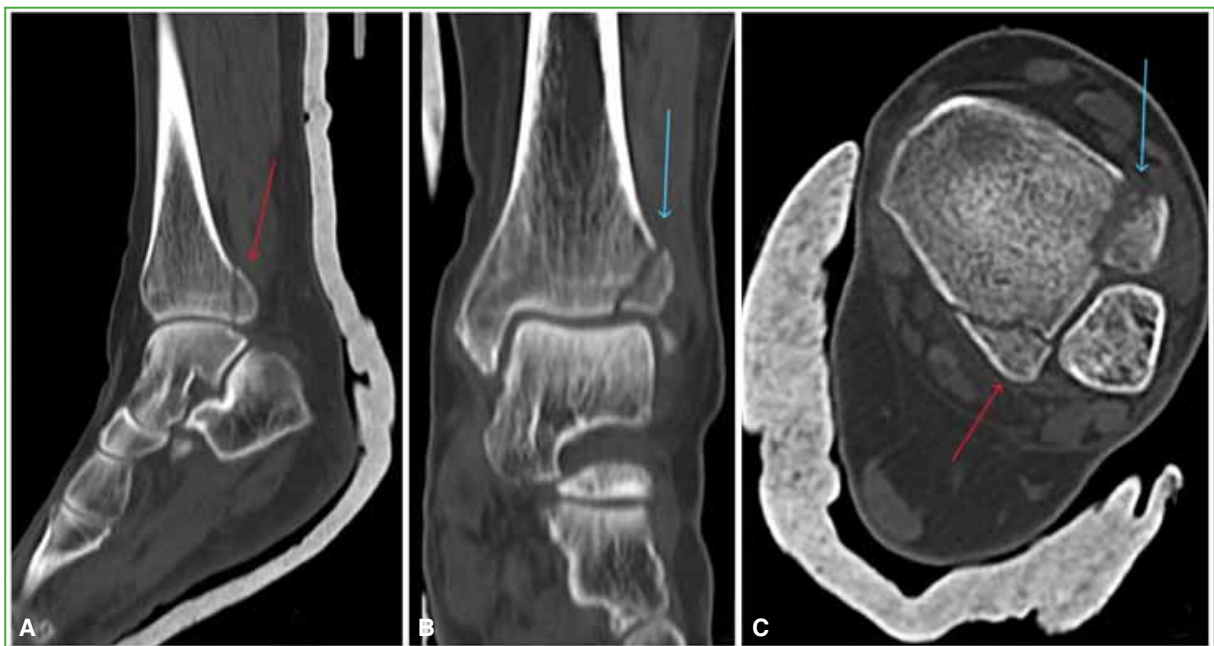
Tomografía computarizada de tobillo izquierdo. A. Corte sagital, fractura del maléolo posterior (flecha roja). B. Corte coronal, fractura del maléolo anterolateral (flecha azul). C. Corte axial, fractura del fragmento de Volkmann (flecha roja) y fractura de Tillaux-Chaput (flecha azul) simultáneas, con compromiso de la incisura peronea.
